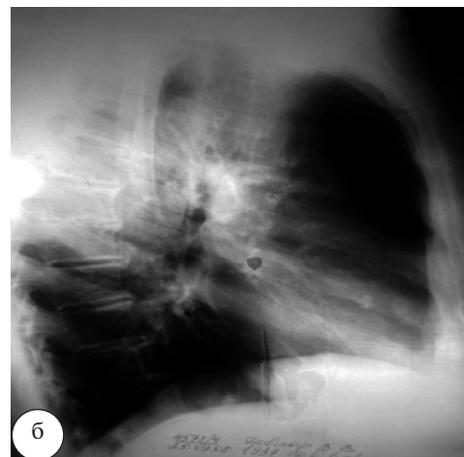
Рентгенограмма органов грудной клетки больного Б.: а – прямая проекция; б – боковая проекция
